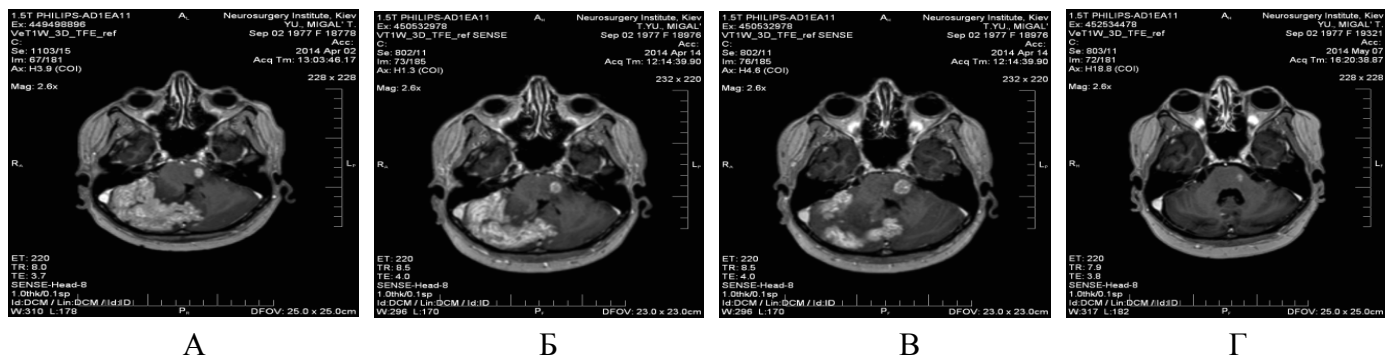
Пациентка 36 лет с метастазами РМЖ (12 очагов). МРТ до СРХ с радиосенсибилизацией метронидазолом (А), через неделю (Б), 3 (В) и 6 недель (Г) после СРХ. Полная регрессия очагов в правой гемисфере мозжечка и в стволе мозга.
